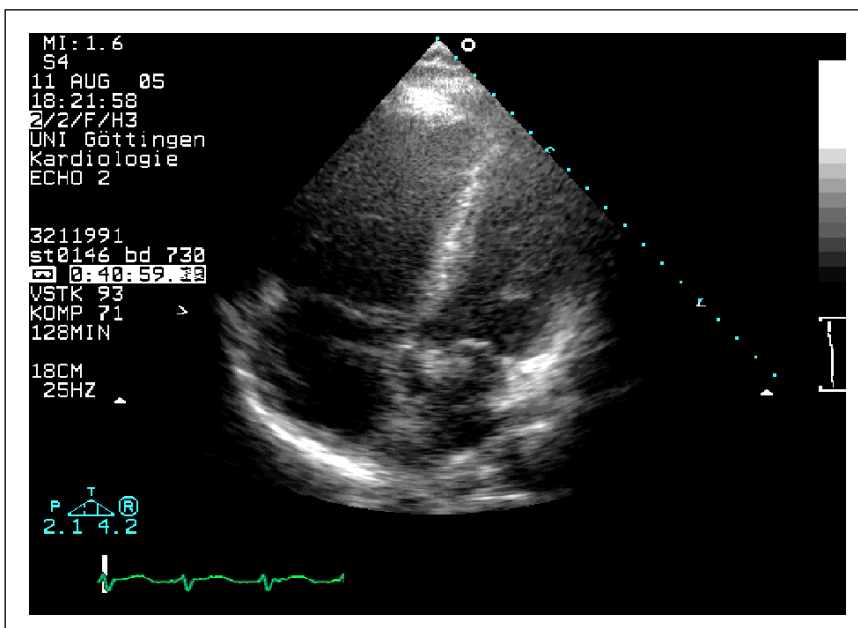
Rechtsherzdilatation in der Echokardiographie (4-Kammerblick) bei Lungenembolie
